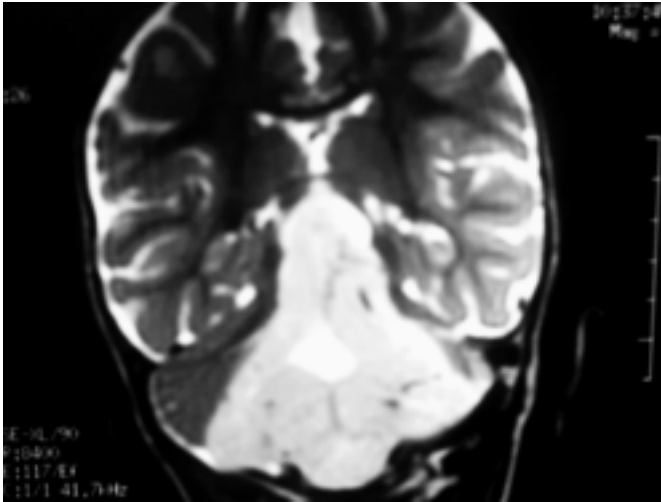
IRM obtenida en febrero 2009 mostrando herniación transtentorial ascendente y extensión supratentorial de la lesión.
